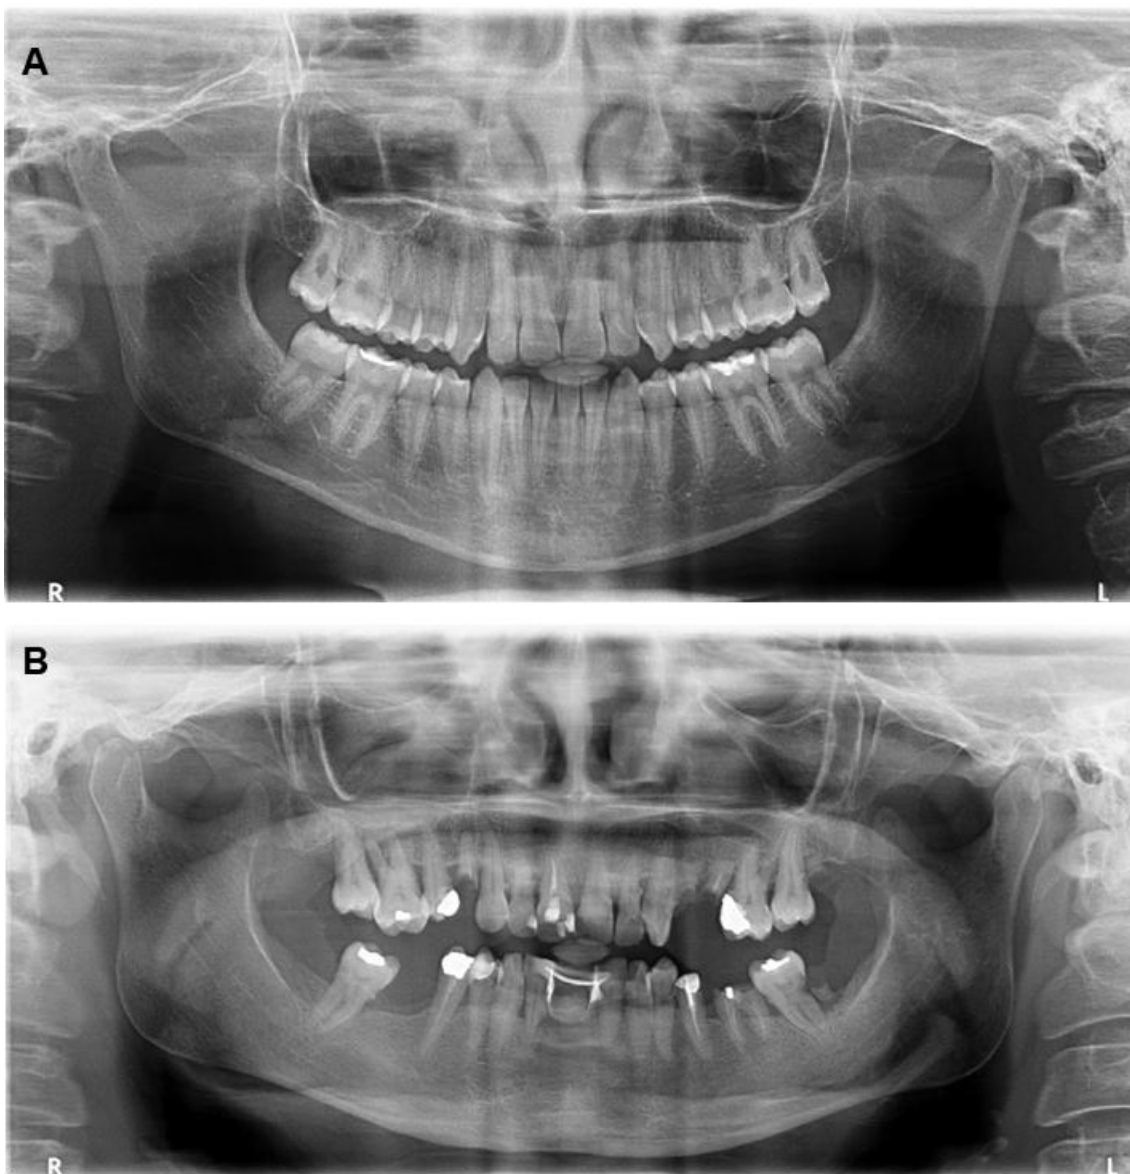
A) Radiografia panorâmica do caso 3, onde observa-se agenesia dos elementos 18, 28, 38 e 48 e microdontia dos elementos 17 e 27. B) Radiografia panorâmica do caso 8, onde se observa extensa perda óssea causada pela periodontite, numerosos dentes restaurados e restos radiculares.
